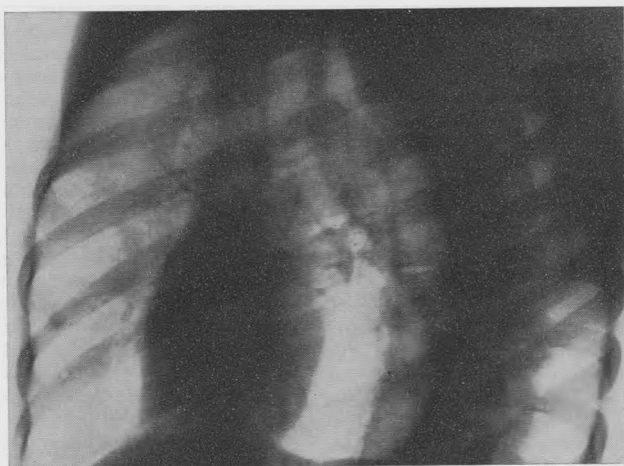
Рентгенограмма грудной клетки в левой сосковой проекции.
